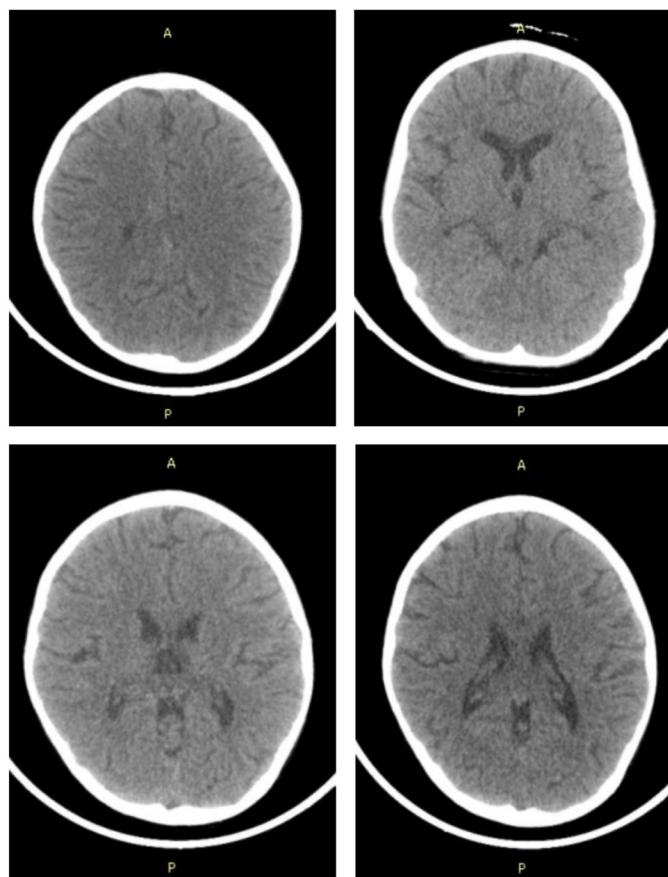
TAC simple de cráneo. Estudio sin alteraciones.
